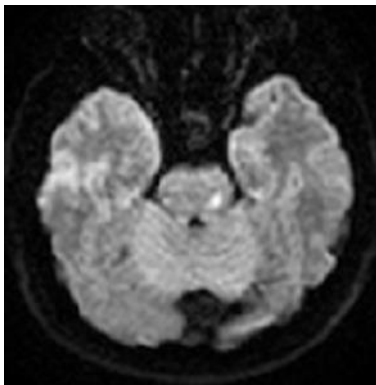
Sol pontin infarktlı olgunun difüzyon MRG incelemesi
